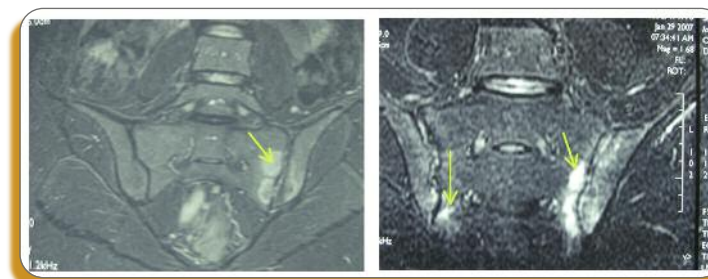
Large œdème inflammatoire de la sacro-iliaque (gauche pour chaque image) (flèches), hautement suggestif d'une sacro-iliite en IRM (figure gauche : séquence T2 fat sat ; figure droite : séquence STIR) (cf Tableau 1).
